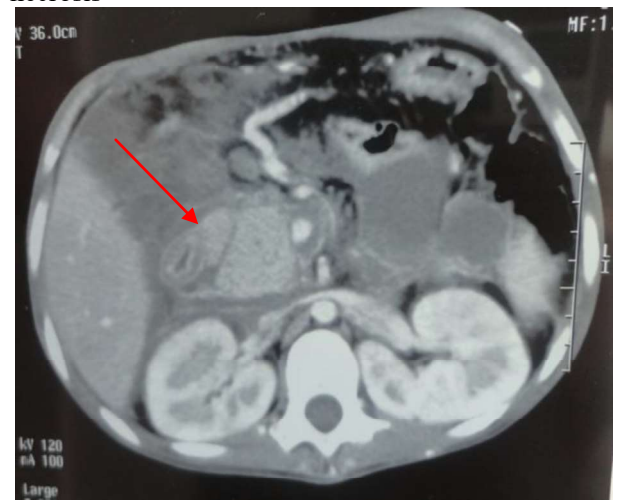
TDM abdominale C+ montrant une augmentation du volume de la tête du pancréas. Abdominal CT scan showing an increase of the volume of the head of pancreas
